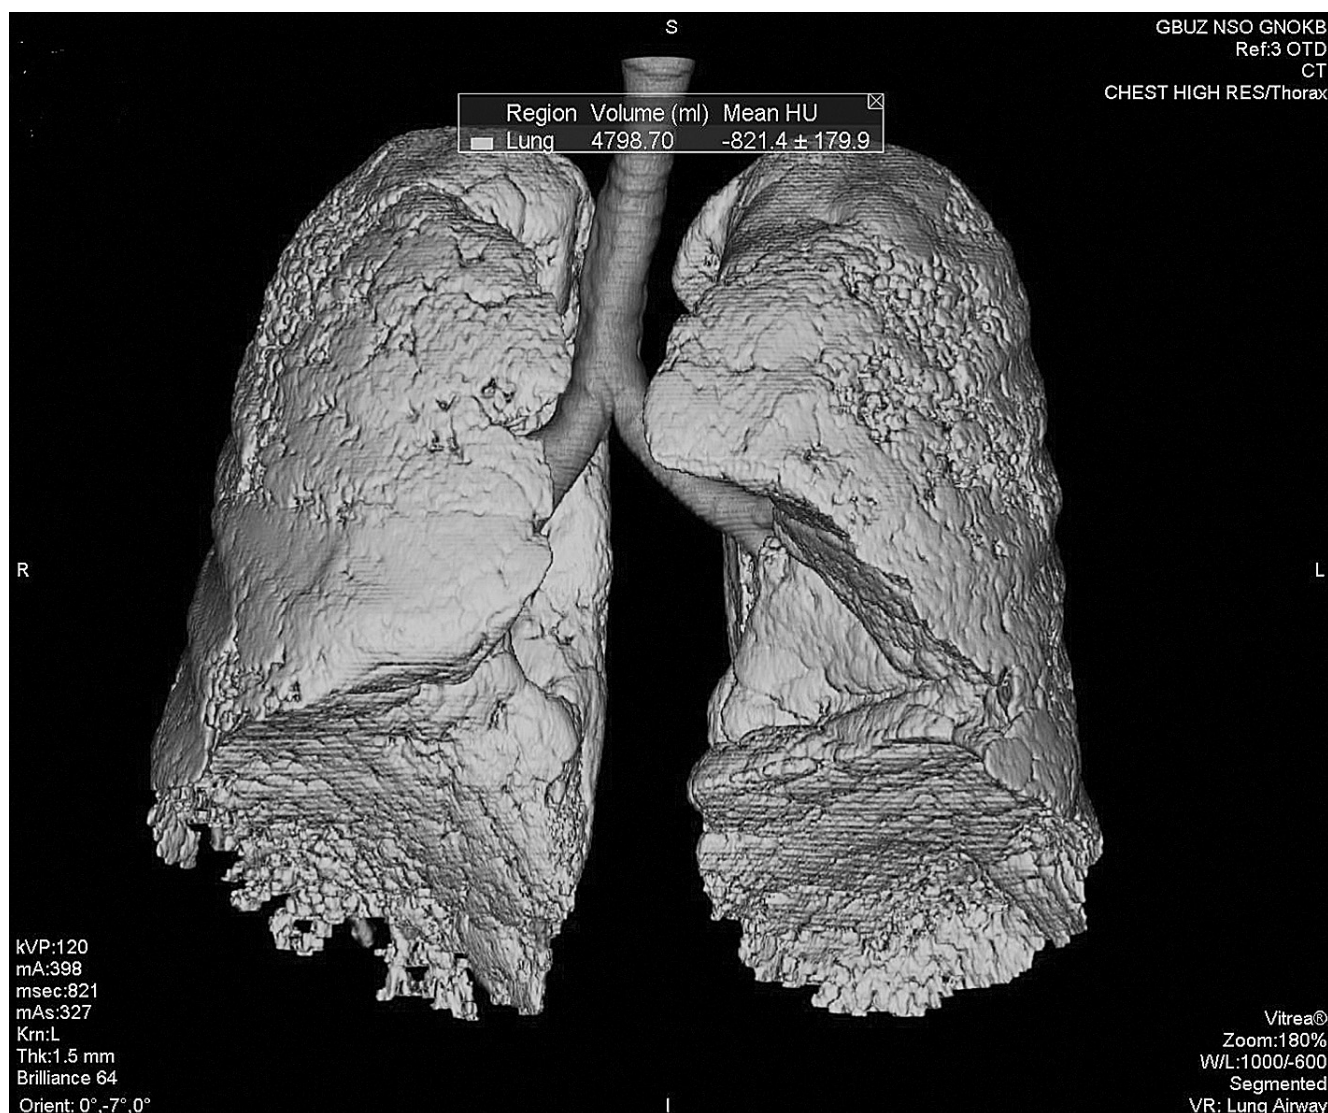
Контрольная МСКТ легких пациента с ИЛФ от 22.03.2017.
